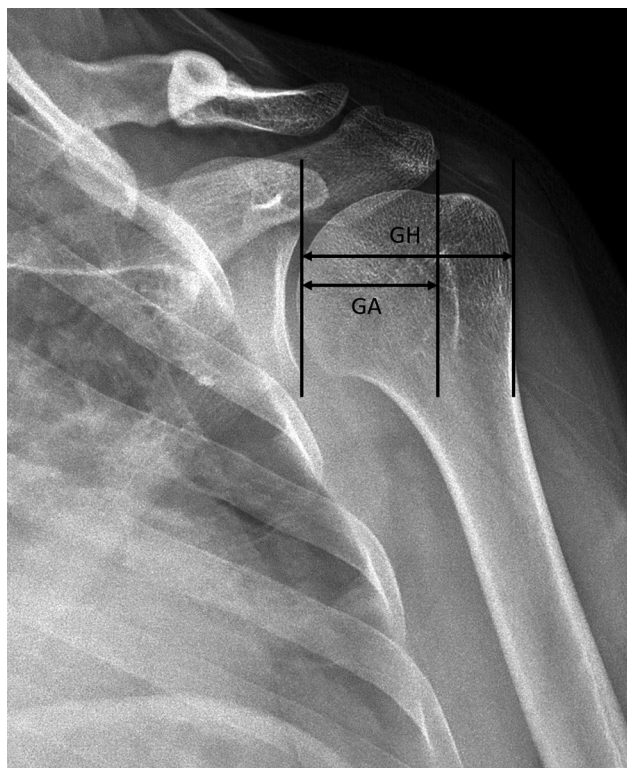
Radiografia anteroposterior verdadeira do ombro, mostrando os parâmetros anatômicos necessários para a medida do índice acromial (IA). Este índice é obtido dividindo a distância da superfície glenoidal à borda mais lateral do acrômio (GA) pela distância da superfície glenoidal à cortical lateral do úmero proximal (GH). $IA = GA/GH$.
